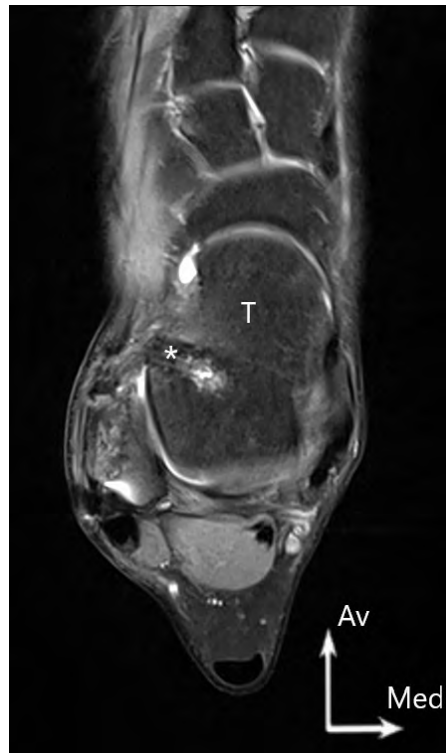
IRM coupe axiale DP FS, interface os-greffon du tunnel talien (étoile) évaluée à 3 (T : talus)
